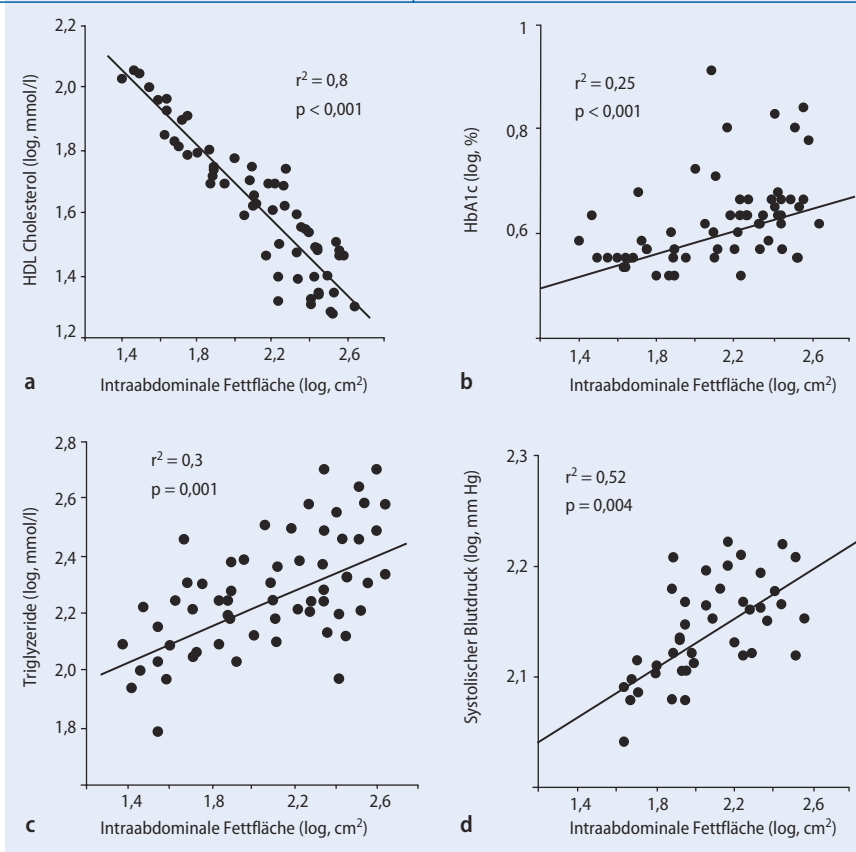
▲ Korrelationen der intraabdominalen Fettfläche mit HDL-Cholesterol-Serumkonzentration (a), HbA_{1c}-Wert (b), Triglyzerid-Serumkonzentrationen (c), systolischem Blutdruck (d). Bei Männern (n=30) und Frauen (n=30) im Alter von 40–65 Jahren, die ein weites Spektrum von Körpergewicht, Körperfettmasse, Glukose- und Fettstoffwechselfparametern aufwiesen, wurde die intraabdominale Fettfläche mittels CT auf der Ebene von L4-L5 bestimmt. Die Daten wurden logarithmiert, um eine Normalverteilung zu erreichen
